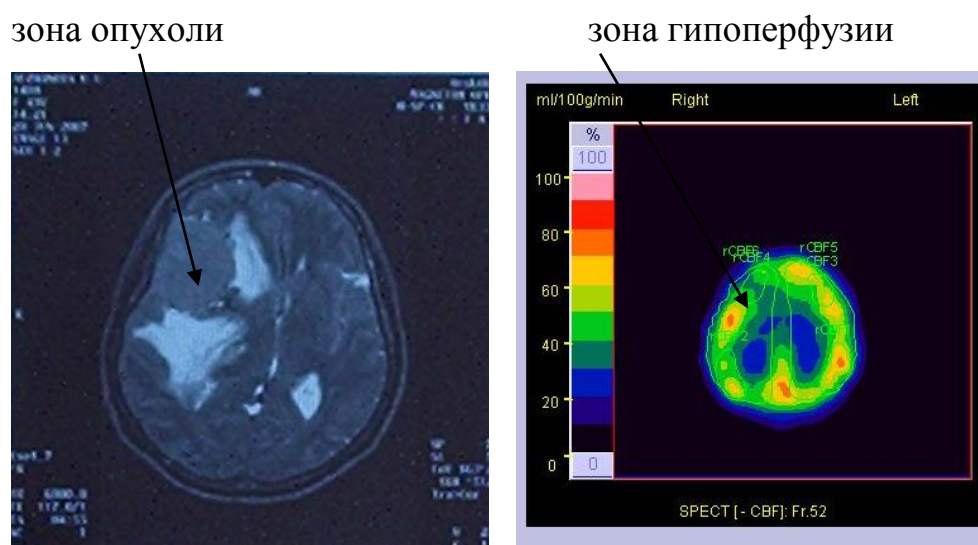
Магнитно-резонансная и однофотонная эмиссионная компьютерная томография у пациентки А., 49 лет с менингиомой правой лобной, теменной долей (гипоперфузия в зоне опухоли)
